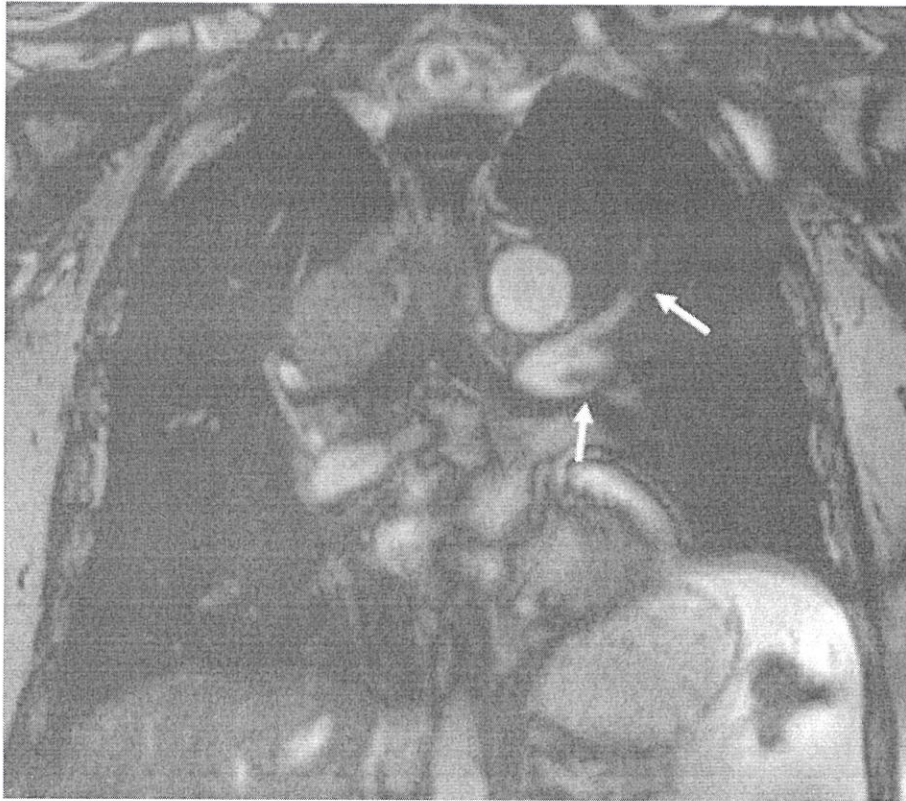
МРТ легких, коронарная плоскость, T2-ВИ SSFP. Пациент, 66 лет, нарушение дыхания в виде одышки. Отмечается дефект наполнения в области левой нижней долевой артерии (нижняя стрелка), а также другой дефект наполнения в левой верхней долевой артерии (верхняя стрелка)
